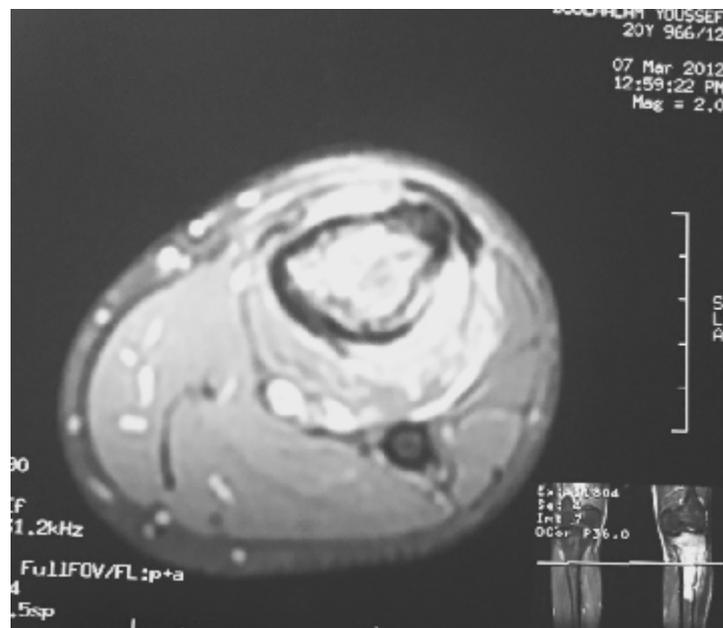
IRM du patient.
